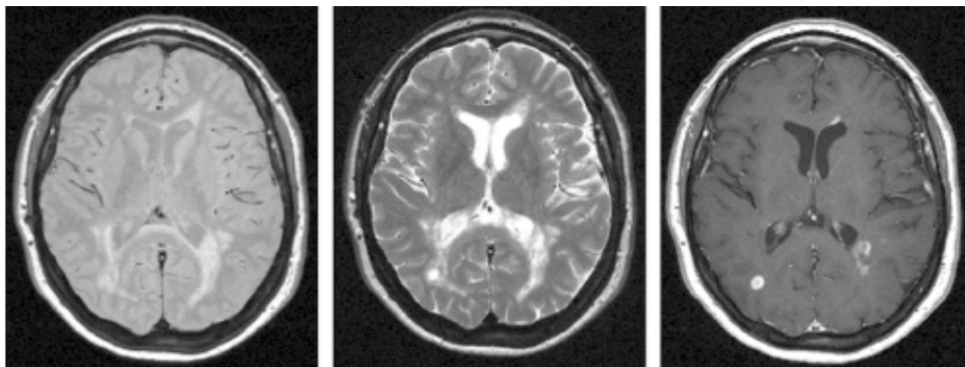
Images IRM d'une séquence écho de spin axiales (a) pondérées en densité de proton, (b) pondérées en T2 et (c) rehaussées par gadolinium pondérées en T1 du cerveau d'un patient âgé de 37 ans atteint de SPRR
